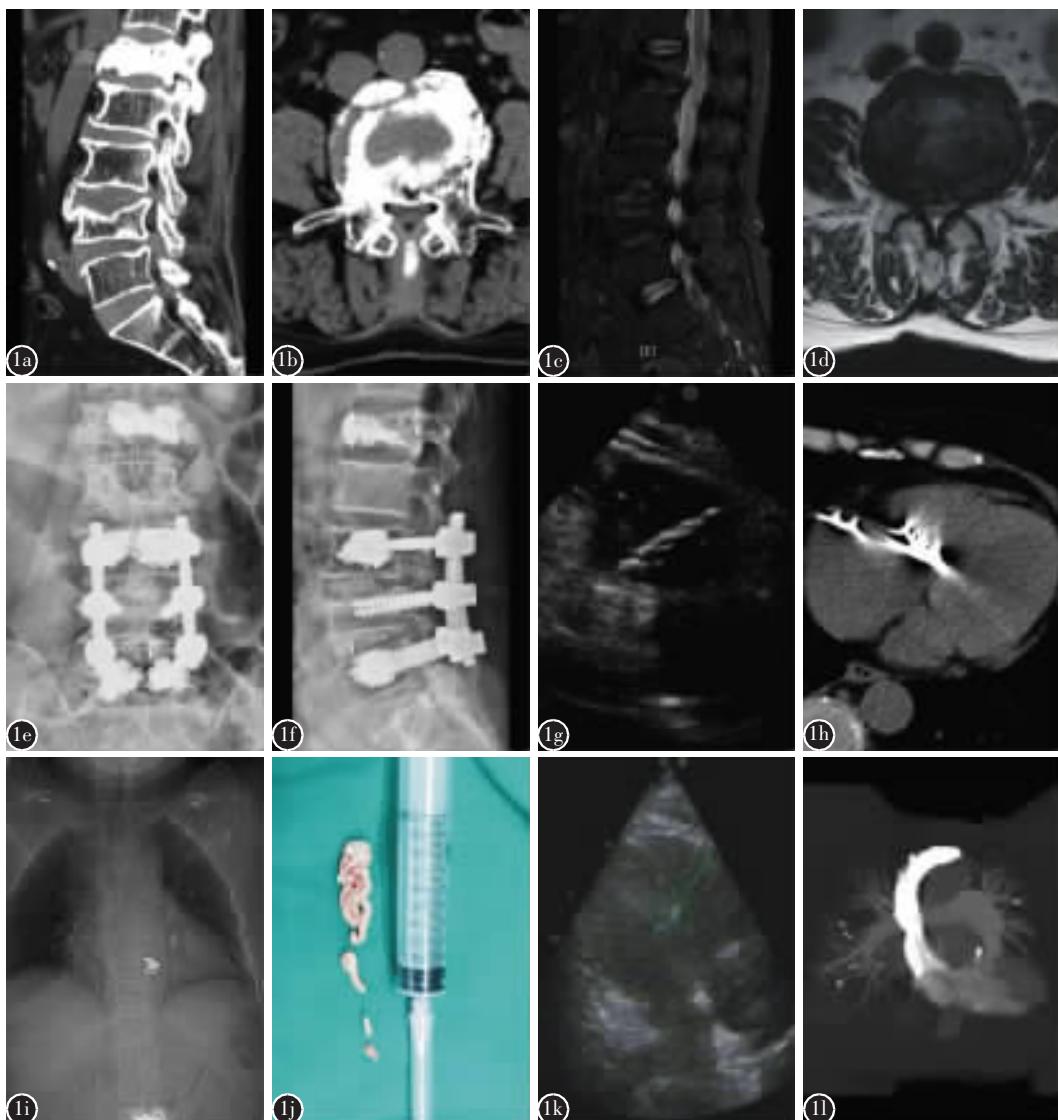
a、b 术前腰椎 CT 示 L1 椎体压缩骨折并 PVP 术后,L4 椎体压缩骨折, 腰椎退行性变,L1/2~L4/5 椎间盘膨出 c、d 术前 MRI 示 L1、L4 椎体陈旧性压缩骨折,L1 椎体 PVP 术后,L1/2~L4/5 椎间盘不同程度突出,L3/4、L4/5 平面双侧黄韧带增厚, 相应节段椎管狭窄 e、f 术后腰椎 DR 正侧位 X 线片示骨水泥强化椎弓根钉棒系统固定在位, 骨水泥无椎体外渗漏 g 腰椎术后第 2 天心脏彩超示右心房右心室内异物 h 腰椎术后第 3 天, 胸部 CT 示心内多发片状及条形致密影 i 腰椎术后第 3 天胸部 DR 正位 X 线片示双肺多发点状及条形高密度影, 心内多发片状及条形致密影 j 体外循环下心脏内异物取出并三尖瓣成形术取出异物证实为“鱼肠状”骨水泥 k 心脏术后第 1 天, 心脏彩超示右房右室内异物清除术后, 未见明显残留后 l 心脏手术后 7d 螺旋 CT 肺动脉造影: 双肺多发点状及条形高密度影, 部分呈条形与血管走行一致
